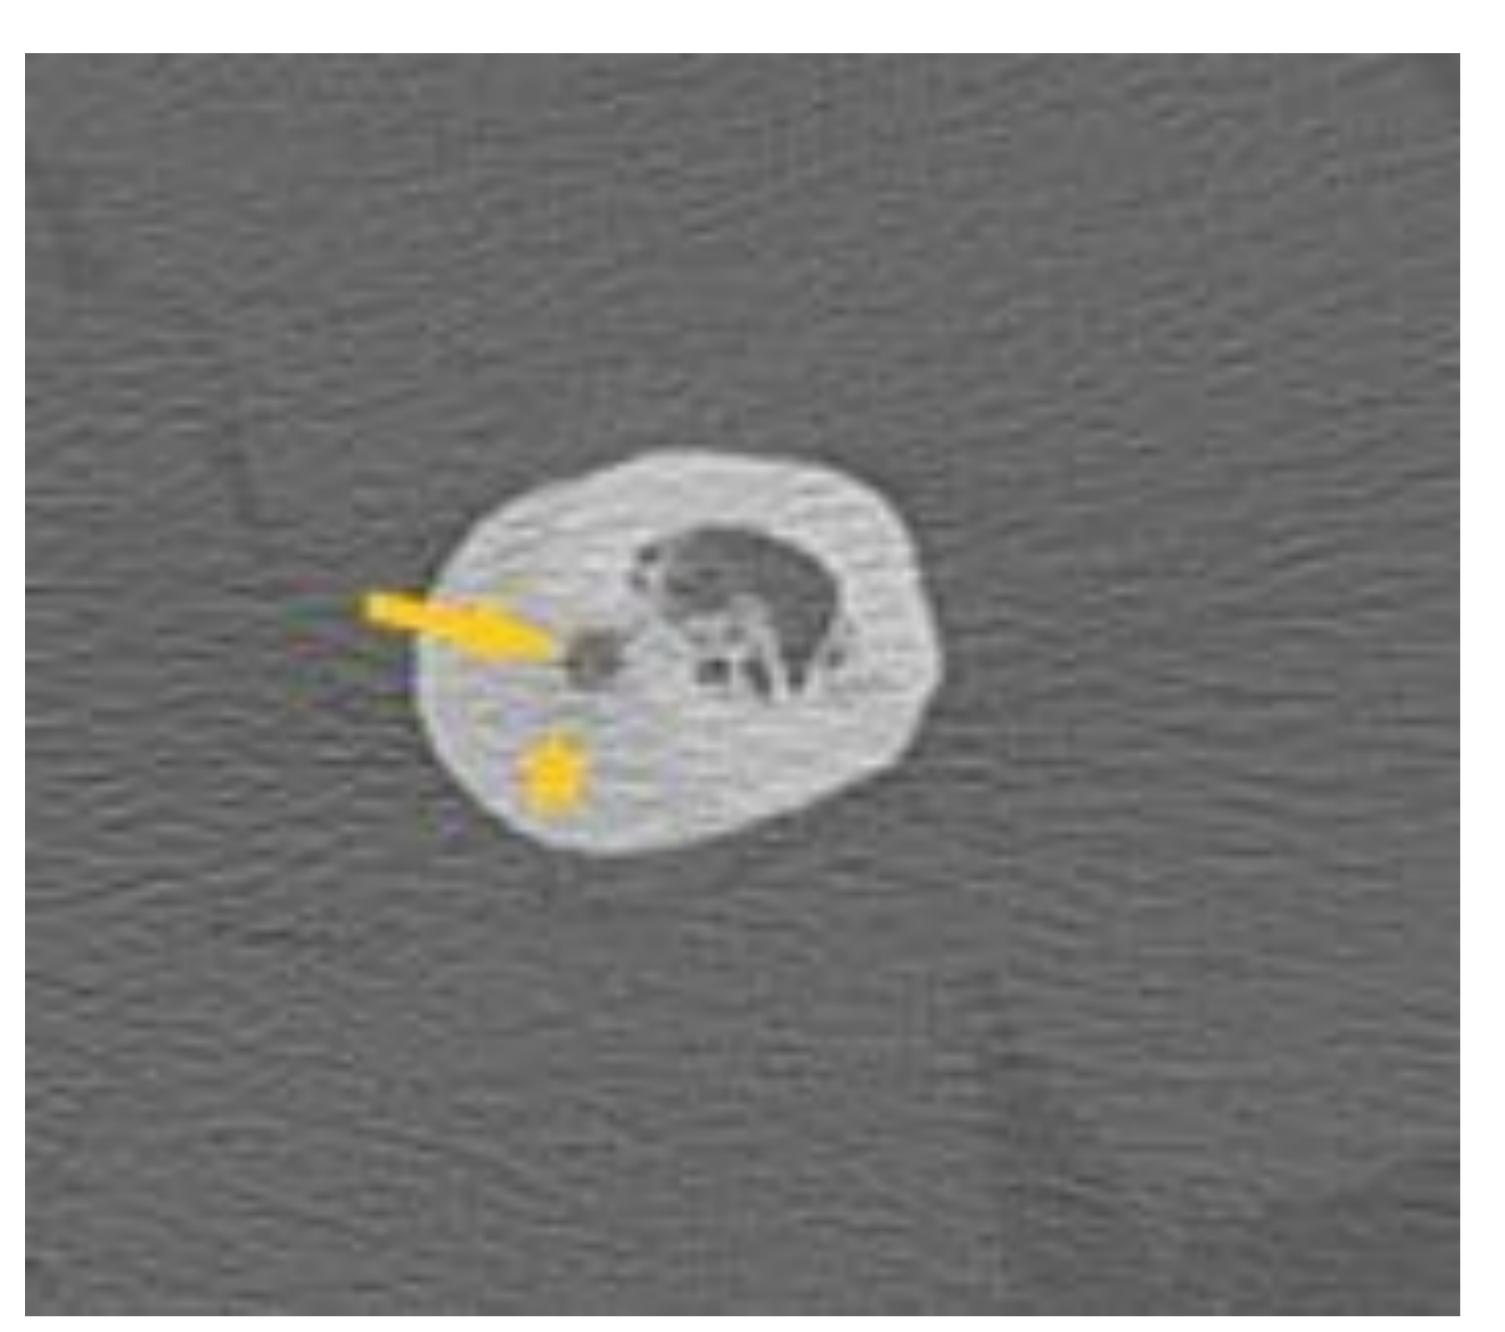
Imagen izda y central: TC: imagen radiolúcida de contorno bien definido con punto central denso, situada en el margen externo del calcáneo, en localización anterior y cortical, con esclerosis circundante. Hallazgos concordantes con osteoma osteoide.
